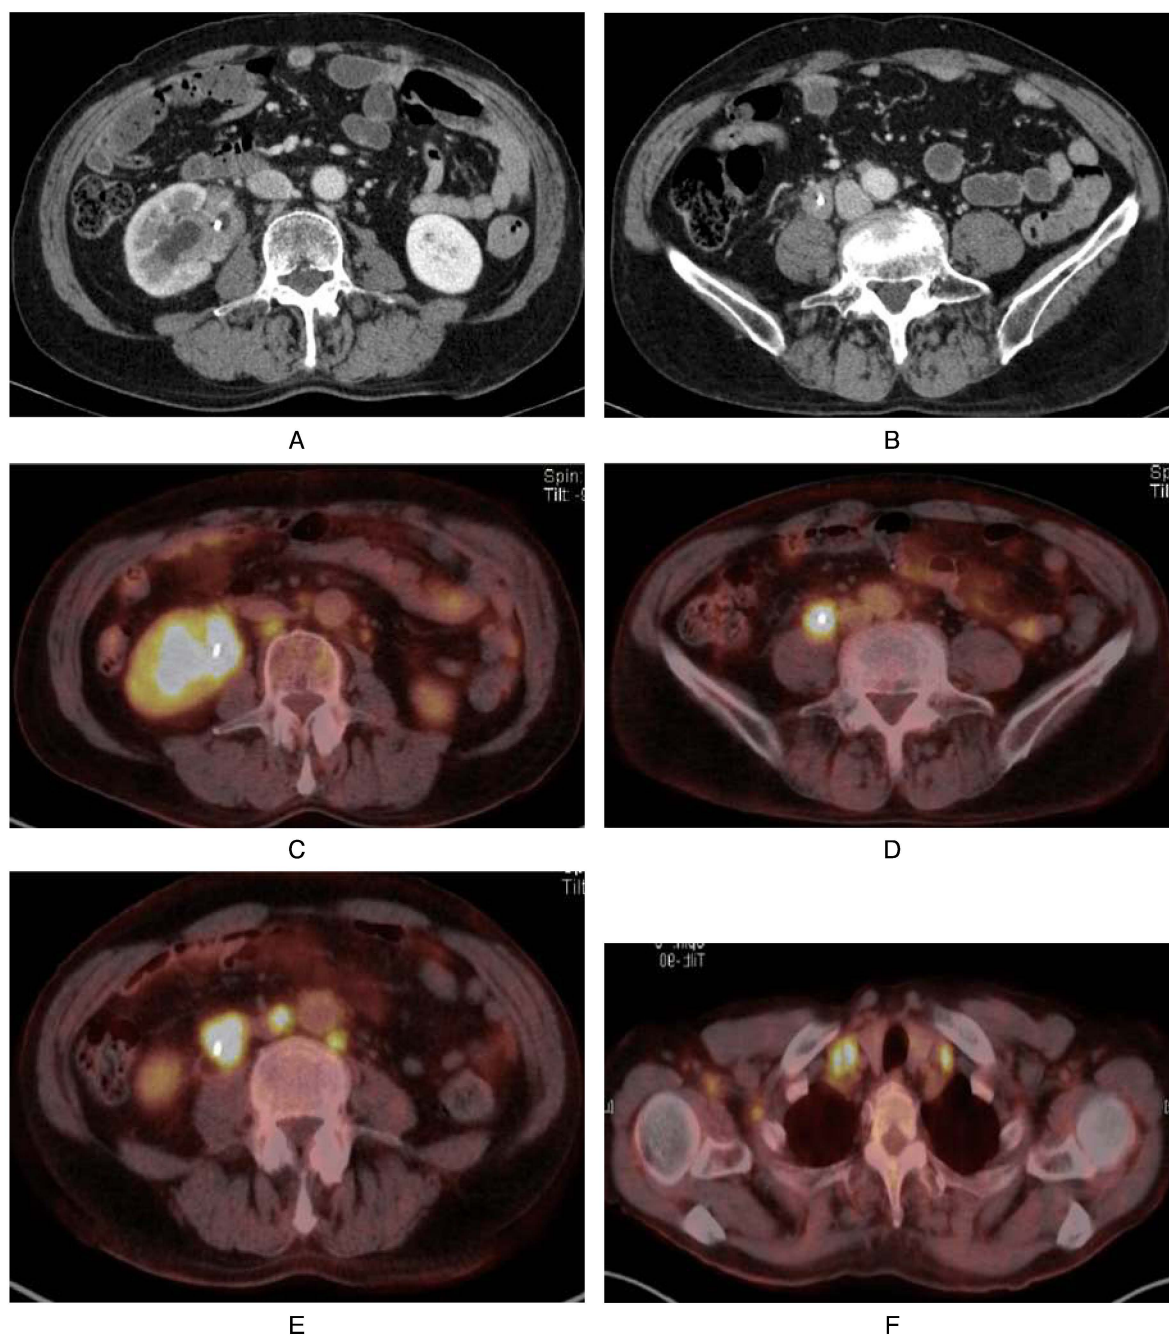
CT and PET-CT. Abdominal enhanced CT showed (A) thickening of right renal pelvis and (B) ureteral wall. PET-CT showed FDG uptake in (C) thickened of right renal pelvis, (D) ureteral wall and (E) swollen para-aortic lymph nodes, (F) supraclavicular lymph nodes.
